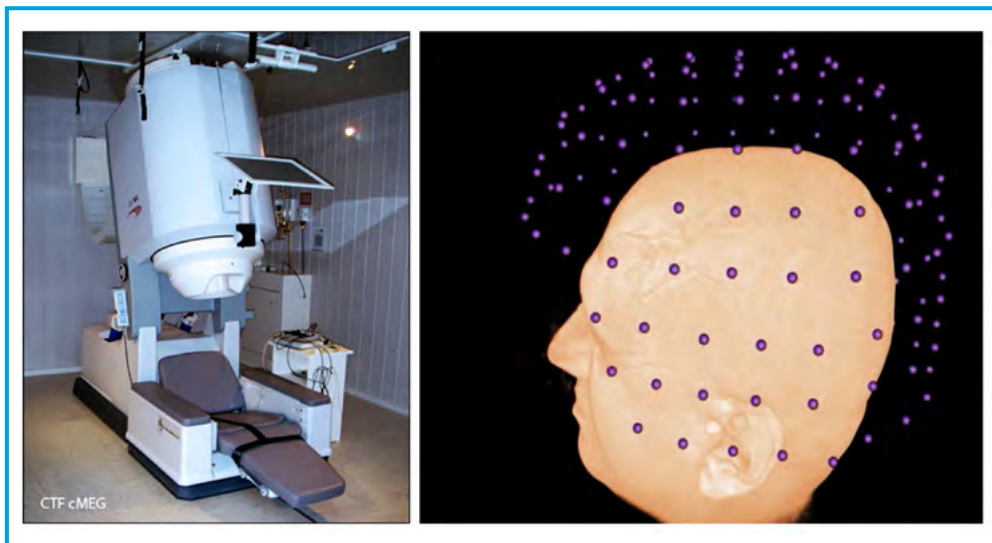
Слева – магнитный энцефалограф CTX Medtech, установленный в магнитоизолированном помещении. Справа – магниторезонансная томограмма головы субъекта и положение сенсоров
